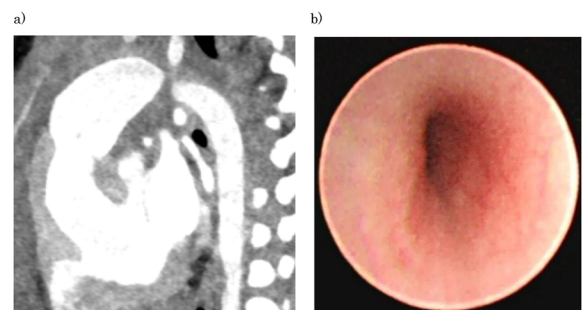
Postoperative computed tomography scan and bronchoscopy
